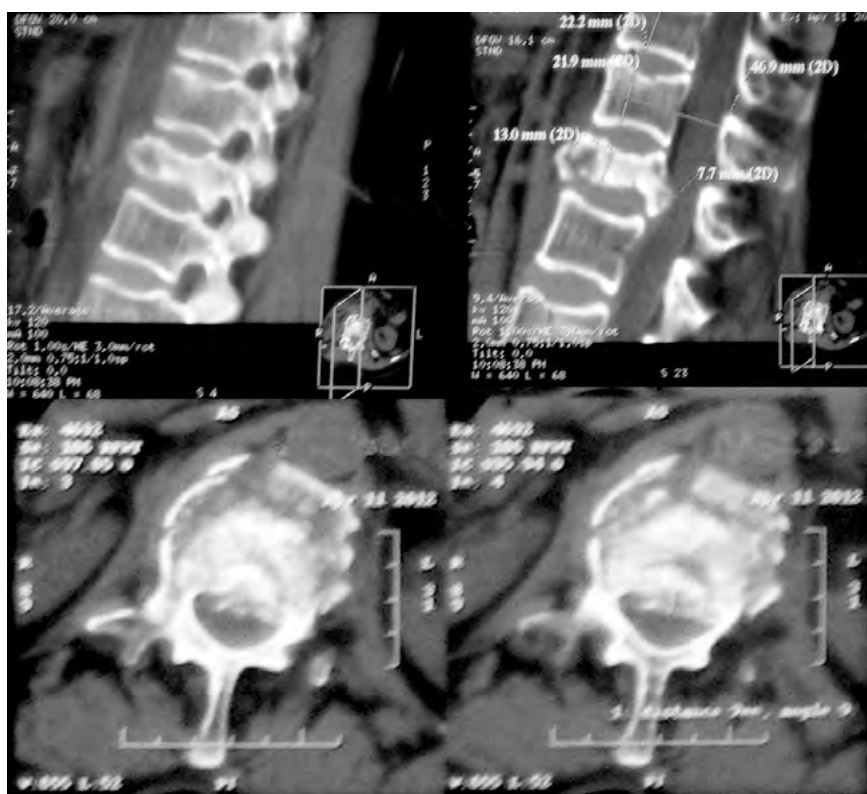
МСКТ пациентки К., 59 лет, компрессионно-оскольчатый, нестабильный переломом тела L1 позвонка со сдавлением спинного мозга при поступлении.
